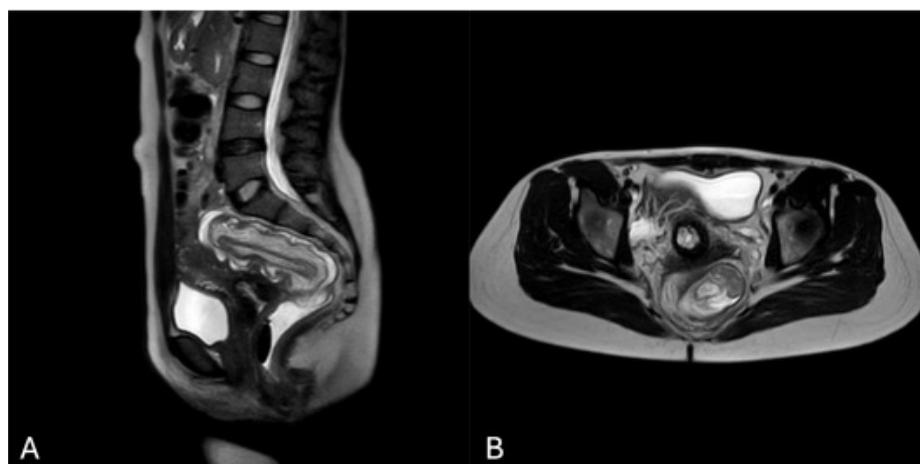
Resonancia magnética de la pelvis. A. Corte sagital mostrando invaginación colorrectal. B. Corte axial mostrando el adenoma vellosa.
